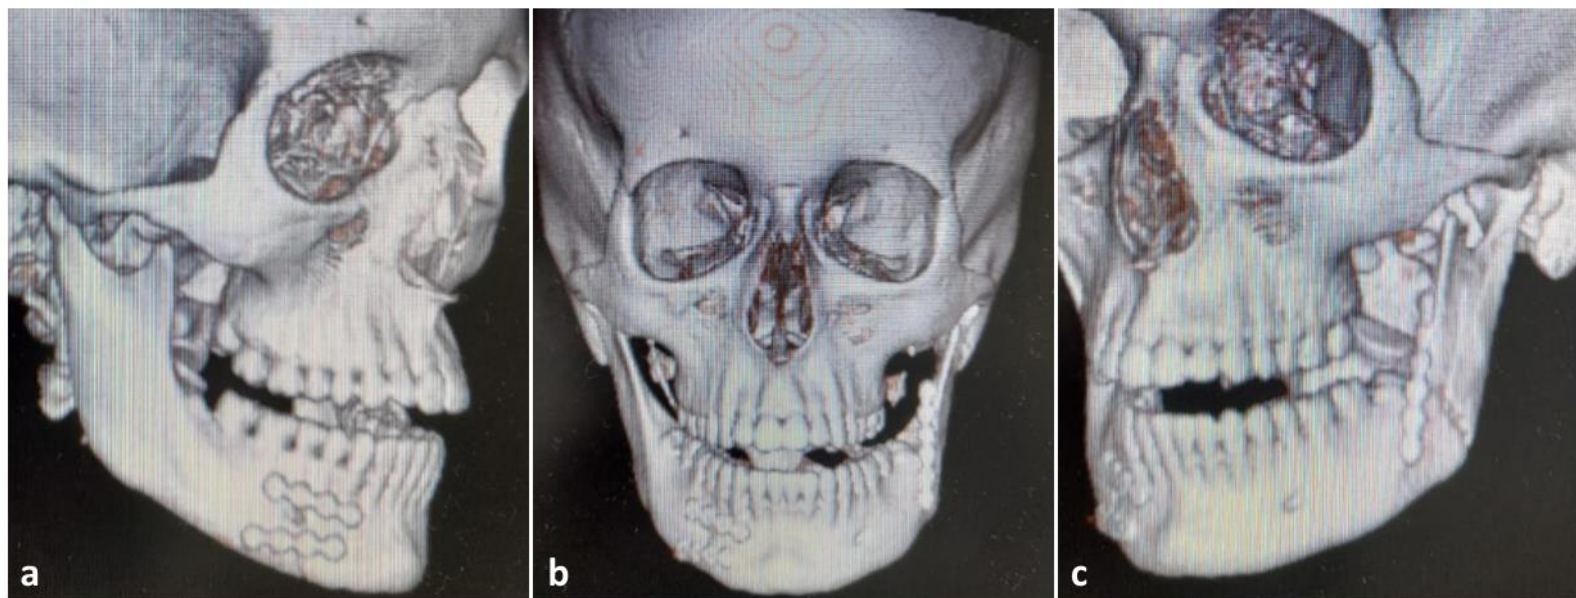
Tomografia Computadorizada Pós-Operatória: a) Reconstrução 3D ilustrando a redução e fixação da fratura em parassínfise direita; b) Reconstrução 3D ilustrando ambas as fixações em visão frontal. c) Reconstrução 3D ilustrando a redução e fixação da fratura em ângulo esquerdo.
